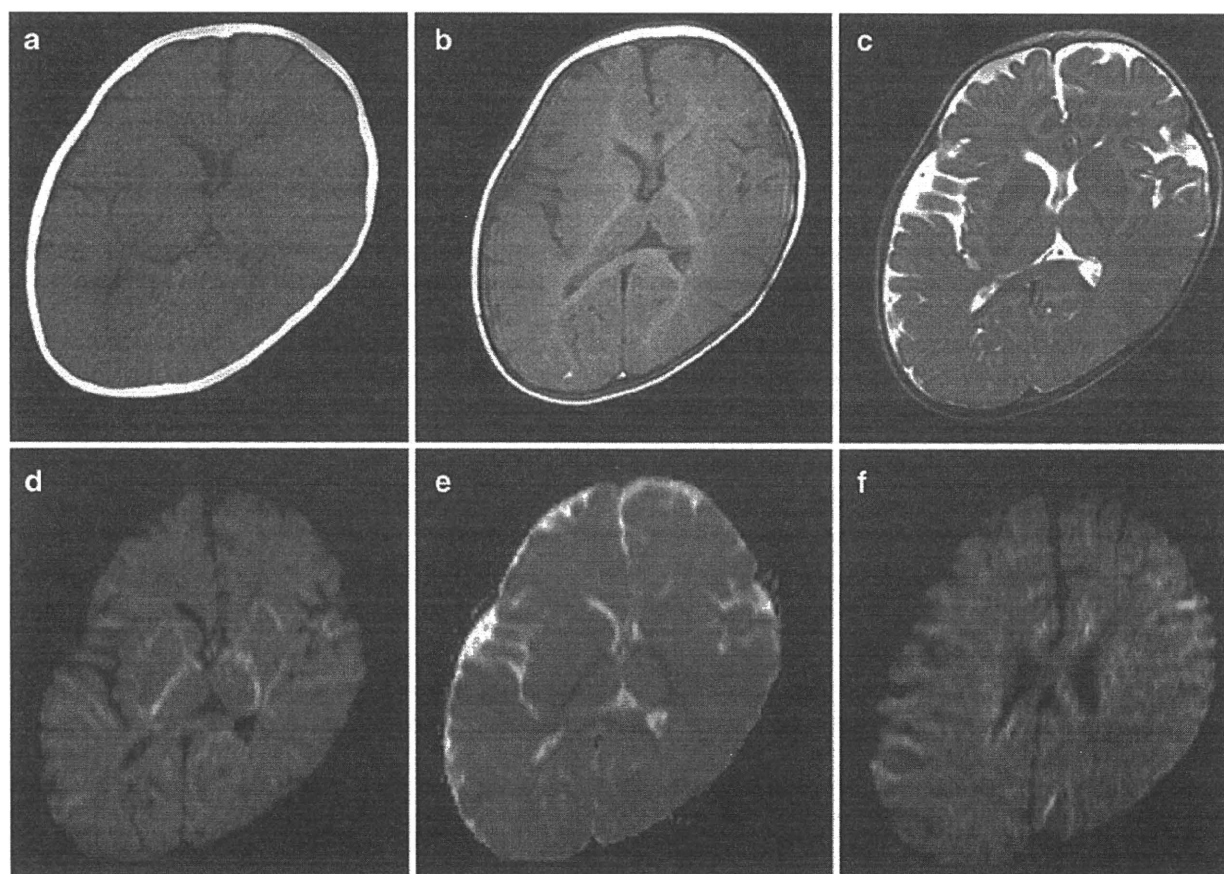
Initial computed tomography (CT) and magnetic resonance imaging (MRI) findings at 8 months. Baseline CT (a), T1-weighted (b), T2-weighted (c), diffusion-weighted (d) axial MRI images, and apparent diffusion coefficients (ADC) map (e) at the level of the basal ganglia, and diffusion-weighted images (DWI) of the semioval center (f). CT (a) shows no particular abnormality, whereas T1-weighted (b) and T2-weighted (c) images suggest delayed myelination. Subcortical
